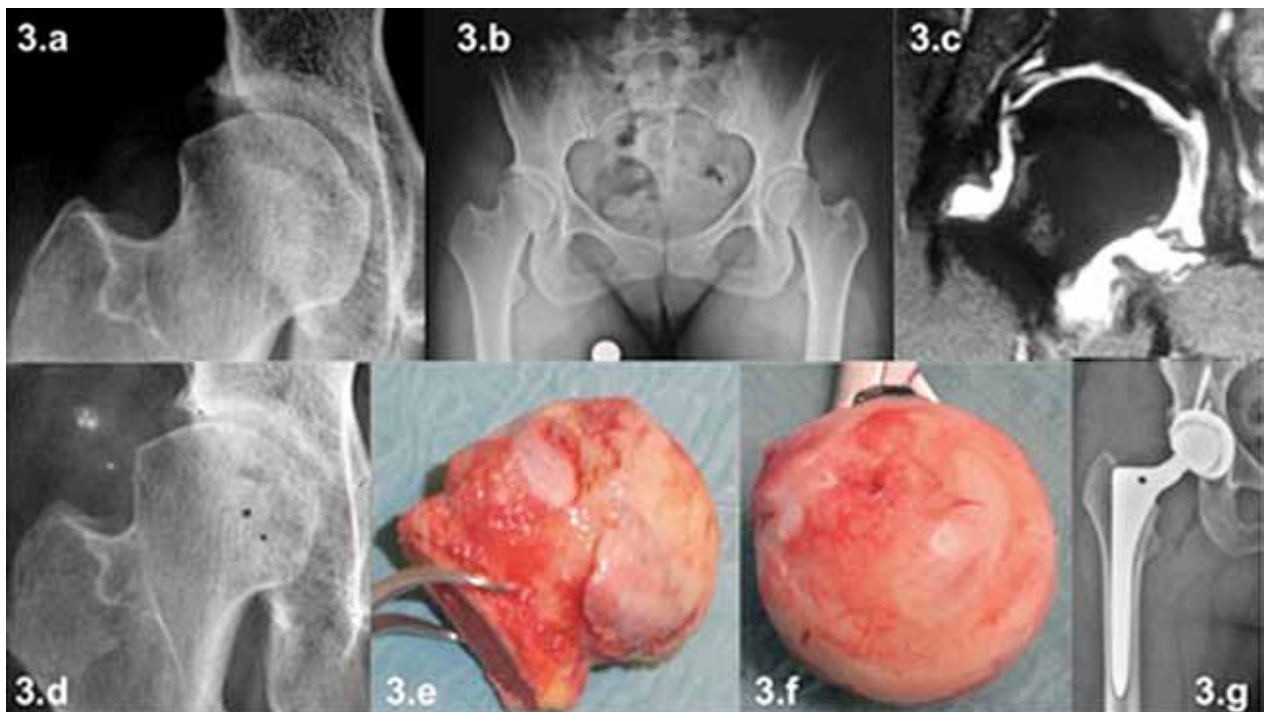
Paciente mujer, 46 años, que presenta una coxalgia derecha progresiva. La radiografía demuestra una secuela de displasia de cadera derecha con conservación del espacio articular (3.a, b). La Resonancia Magnética (RM) demuestra una extensa lesión degenerativa del lábrum acetabular además de un edema subcondral en cabeza femoral (3.c). A la paciente le fue realizada una artroscopia de cadera con reparación del lábrum y colocación de factores de crecimiento. En la evolución postoperatoria, la paciente presenta un dolor progresivo a la carga con limitación de su marcha. La radiografía, 10 meses posterior a la artroscopia, demuestra un estrechamiento del espacio articular (3.d). Por su significativo dolor y limitaciones funcionales se opta por realizar una artroscopia de cadera 11 meses posteriores a la artroscopia. Durante la cirugía se constatan los extensos daños degenerativos en cabeza femoral (3.e y f) así como en el acetábulo. Se implanta una prótesis total de cadera no cementada presentando una evolución muy satisfactoria. Este caso clínico demuestra la limitada opción terapéutica en casos de displasia de cadera y daños condrales secundarios lo cual tiene un alto riesgo de una rápida progresión del daño articular post artroscopia de cadera.
